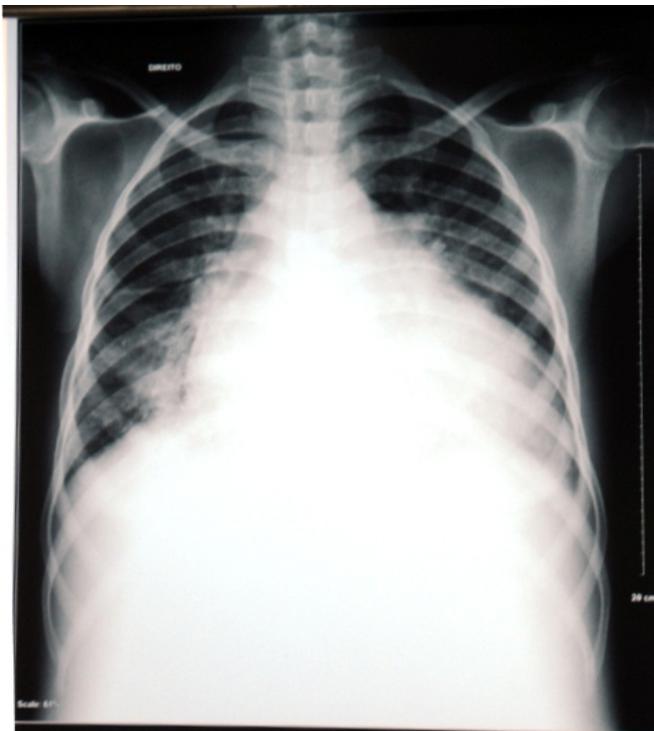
Radiografía de tórax PA.
